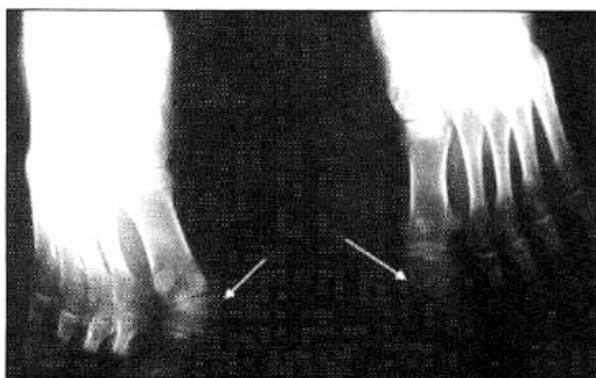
RADIOGRAFIA DOS PÉS, INCIDÊNCIA ÂNTERO-POSTERIOR. ANOMALIA CONGÊNITA CARACTERÍSTICA DOS PRIMEIROS DEDOS, COM ENCURTAMENTO DA FALANGE PROXIMAL DE HÁLUXE VALGISMO (SETAS).
